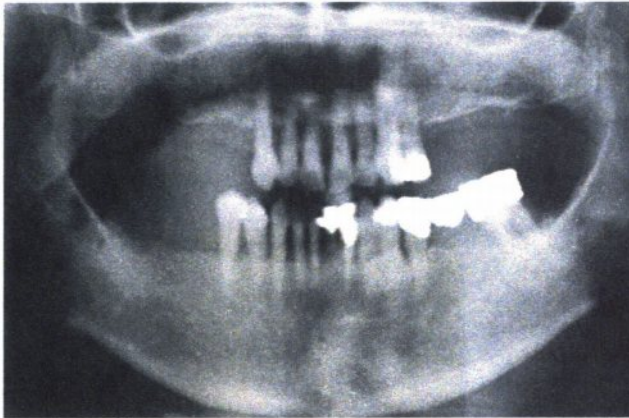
Präoperativer Röntgenbefund.
